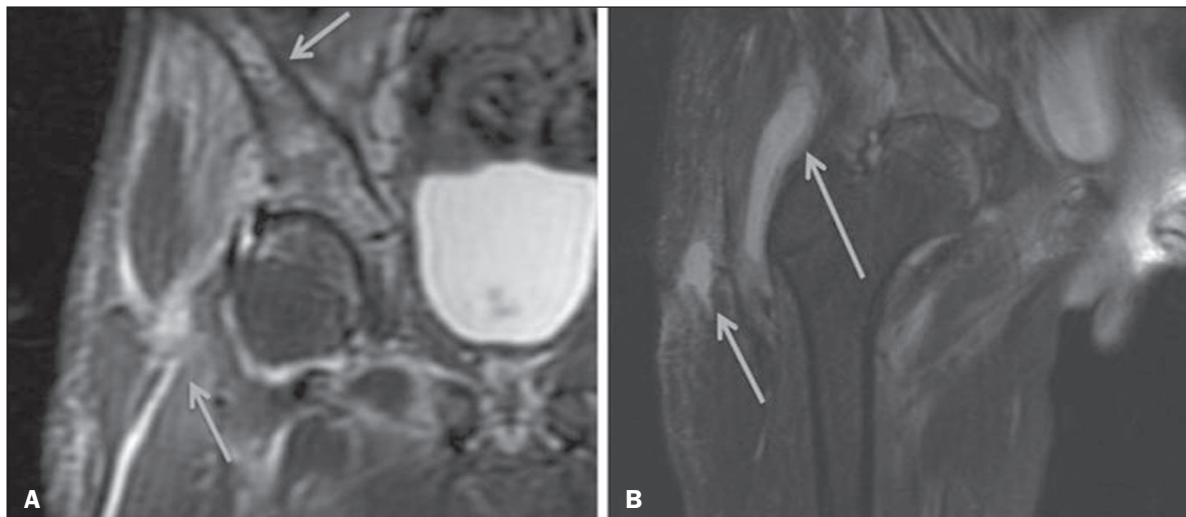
Piomiosite em paciente do sexo masculino, 12 anos. RM no plano coronal T2 fat sat mostrando derrame articular, osteíte, edema envolvendo os planos musculoadiposos da região glútea e raiz da coxa direita (A), destacando-se volumosa coleção líquida heterogênea, com diminutos focos de baixo sinal no seu interior, de provável natureza inflamatória/infeciosa, localizada entre os ventres musculares dos glúteos médio e máximo (B).
